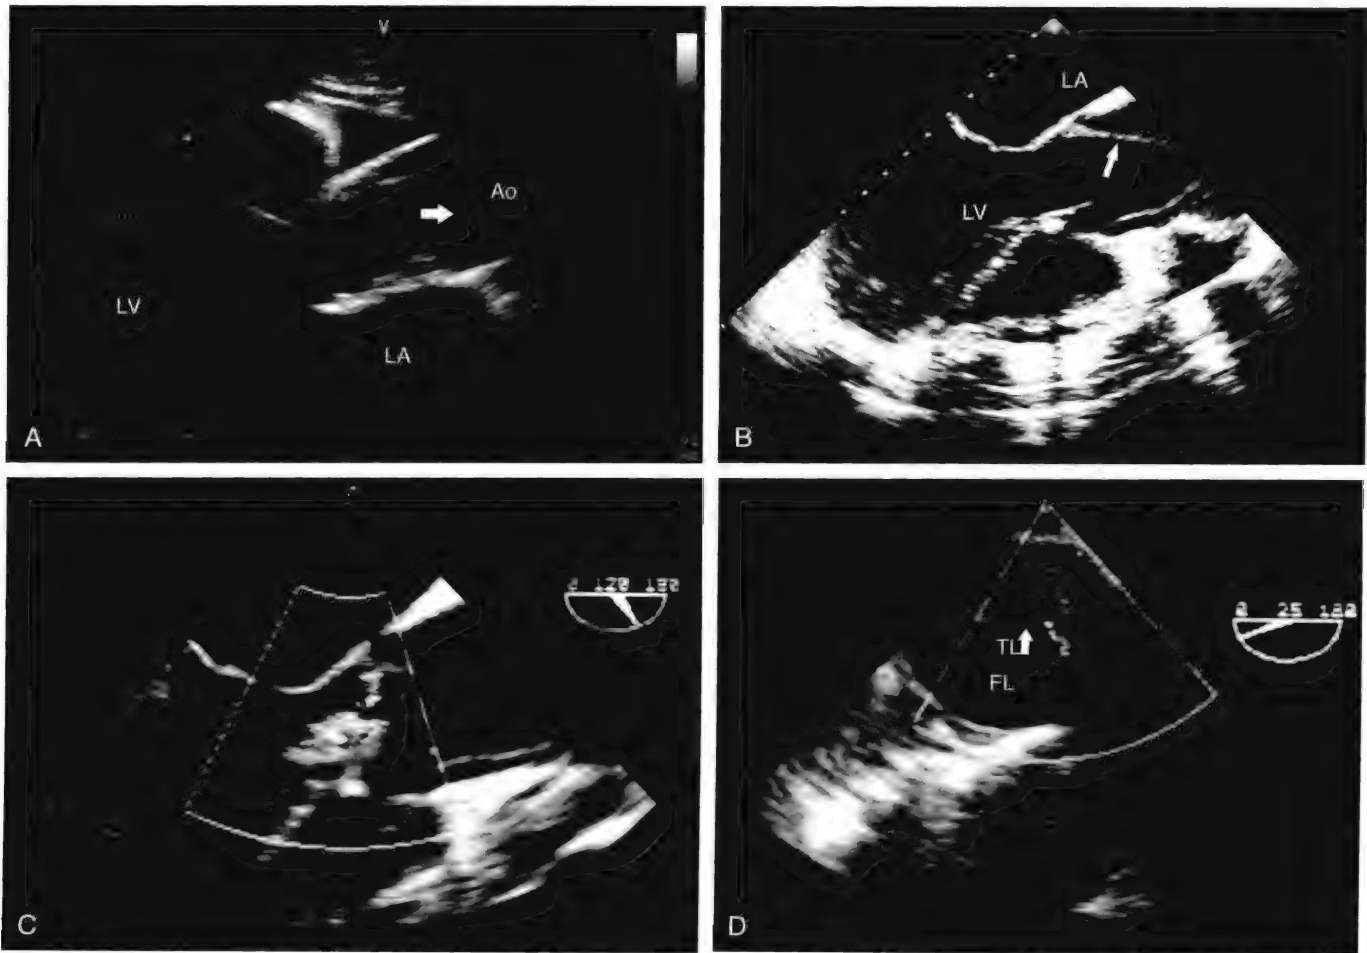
A，经胸超声心动图在胸骨旁长轴切面显示的典型升主动脉夹层，可见明确的内膜片（箭头所示）。B，经食管超声心动图的在食管中段心脏长轴切面（120°）上见到的主动脉夹层。C，彩色多普勒显示合并了主动脉反流。D，降主动脉的短轴切面，可见真腔（TL）和假腔（FL）之间相通，两腔之间为内膜片（箭头所示）所分隔。LA，左心房；LV，左心室。
